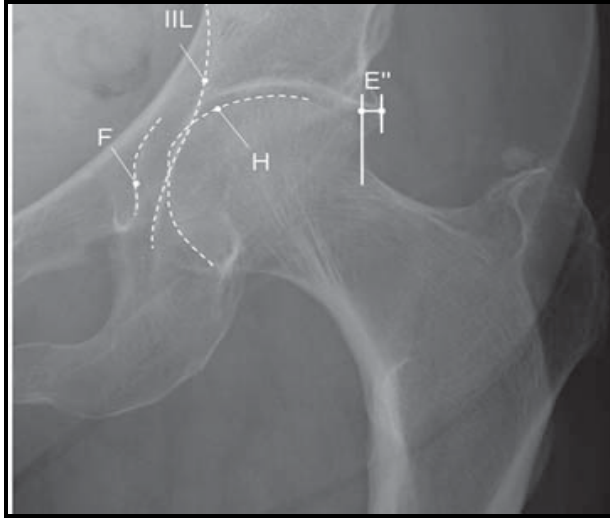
Normal AP kalça grafisi. İlioiskial çizgi (IIL). Asetabular fossa taban çizgisi (F). Femur başının asetabulum tarafından kapsanmayan kısmı (E). Oklar, femur başındaki konveks uzanımı olan epifizyel skarını göstermektedir (17).
